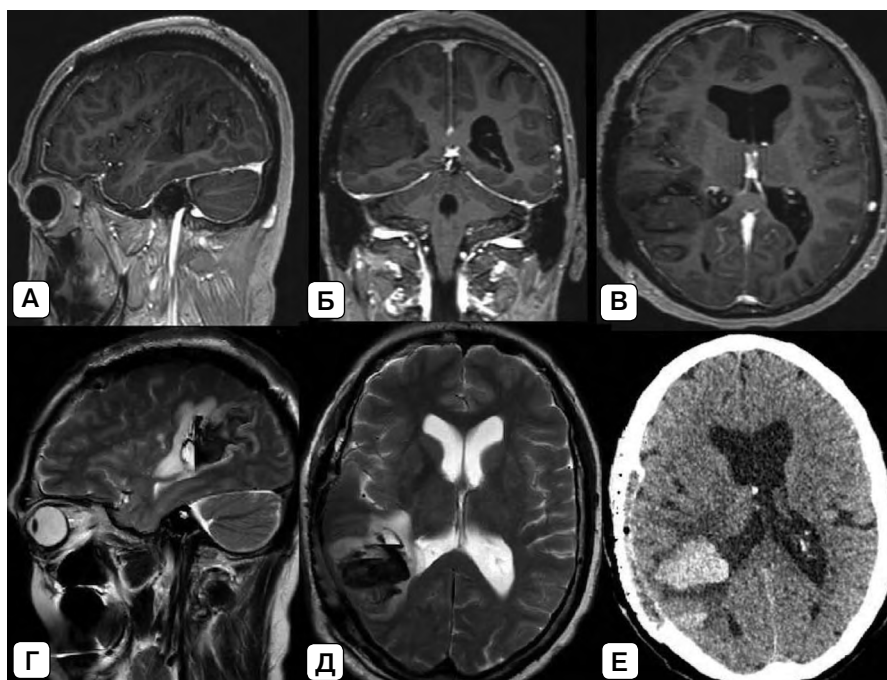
Послеоперационная МРТ головного мозга: А – сагиттальная проекция, режим Т1 с контрастированием; Б – коронарная проекция, режим Т1 с контрастированием; В – аксиальная проекция, режим Т1 с контрастированием; Г – сагиттальная проекция, режим Т2; Д – аксиальная проекция, режим Т2; Е – МСКТ головного мозга, аксиальная проекция. Источник: составлено авторами
